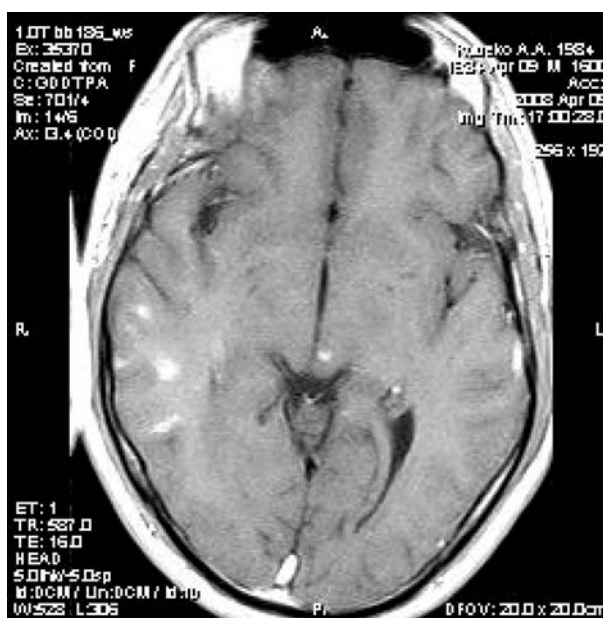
МРТ головного мозга с контрастным усилением этого же больного: интенсивность очагов значительно повысилась. В правой височной области определяются множественные очаги от 3 до 29 мм в диаметре и проекции четверохолмия слева
